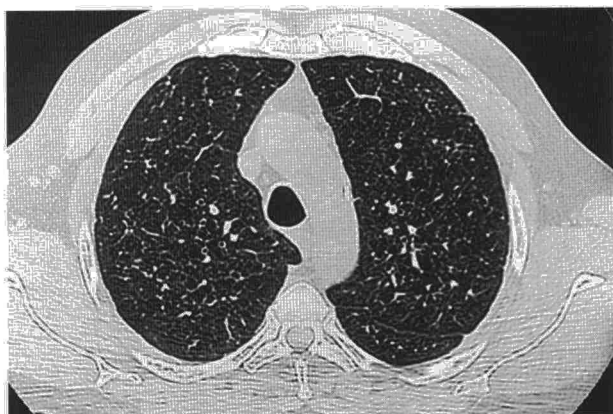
TAC torácica. Evidencia un patrón intersticial bilateral difuso.
